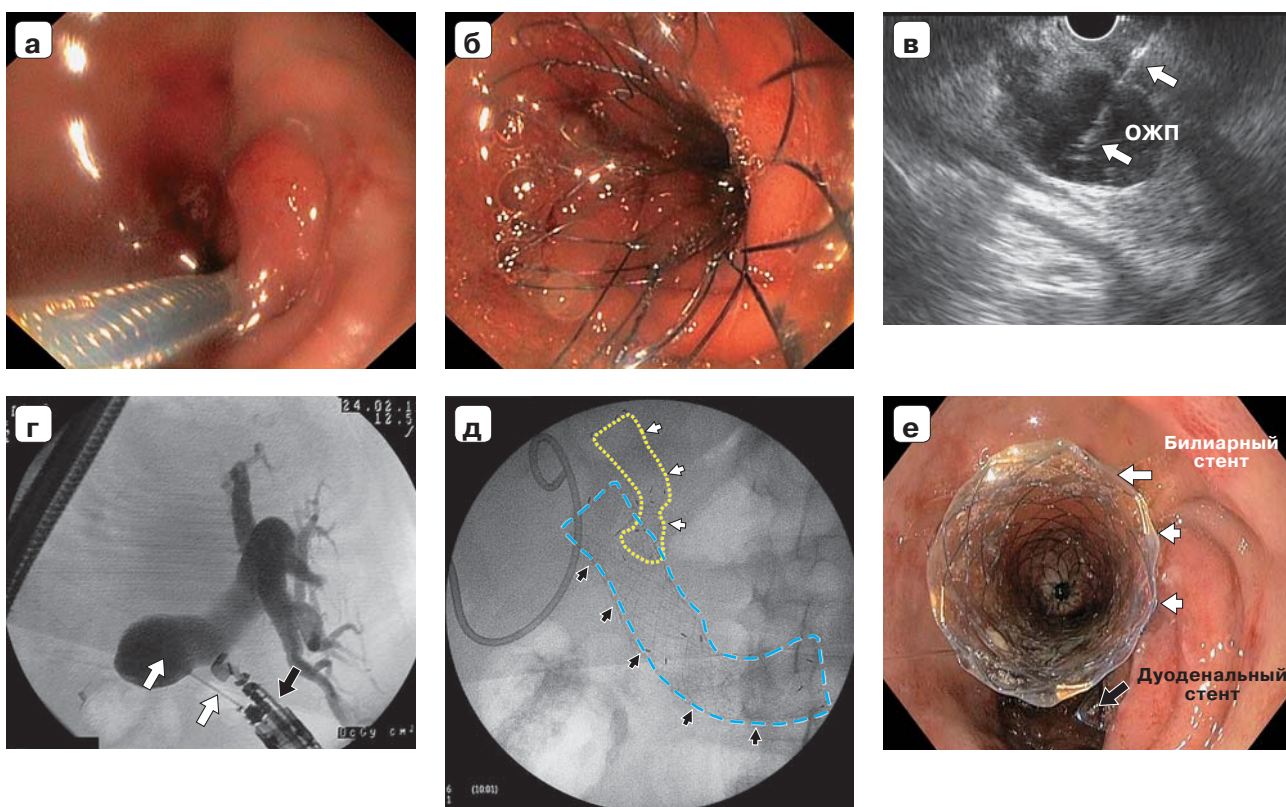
Этапное паллиативное миниинвазивное лечение неоперабельного больного раком ПЖ: а — эндофото, сужение ДПК на фоне опухолевой инвазии; б — эндофото, раскрытый пилородуоденальный стент; в — ультразвуковая эндосканограма, пункция ОЖП под контролем эндо-УЗИ (пункционная игла указана белыми стрелками); г — холангиограмма, исследование под контролем эндо-УЗИ, пункционная игла указана белыми стрелками, дистальный сегмент эндоскопа — черной стрелкой; д — рентгенограмма, желтый контур указывает билиарный стент, синий контур — дуоденальный стент; е — эндофото, билиарный и дуоденальный стенты (указаны стрелками).
